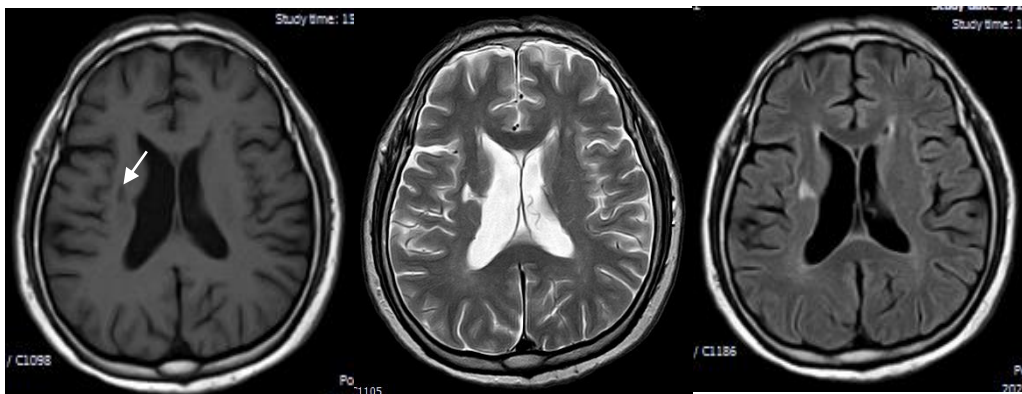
Infarto lacunar (flecha) en secuencias T1 (izquierda), T2 (centro) y FLAIR (derecha). *Fuente: Proyecto Atahualpa, cortesía del Dr. Oscar Del Brutto.*
